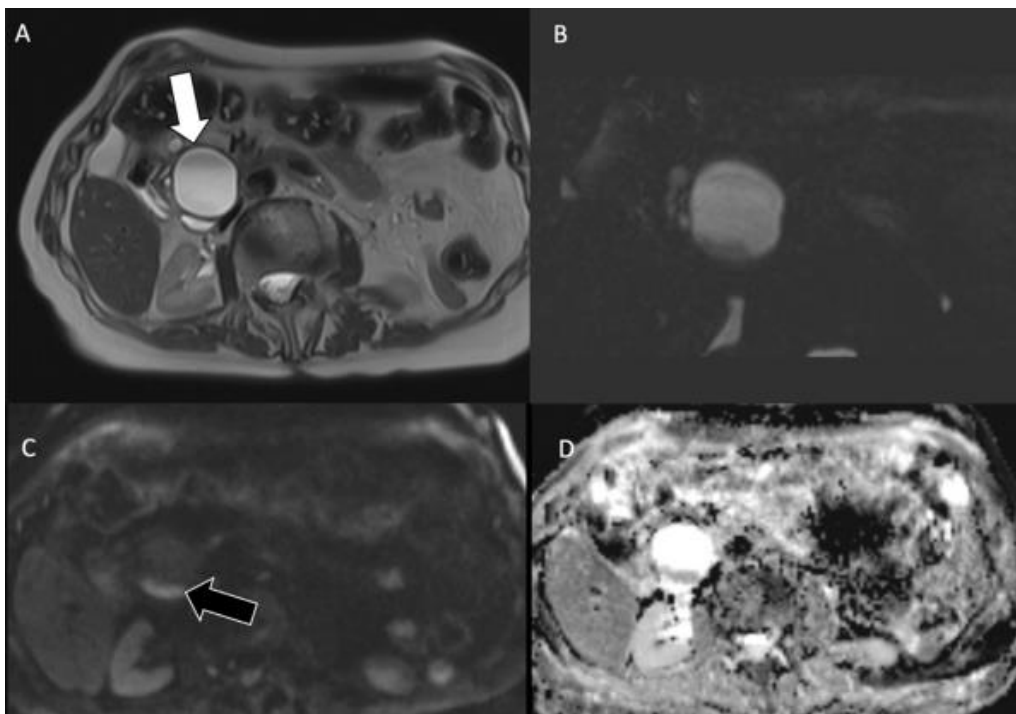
Diagnóstico de IPMN em paciente do sexo feminino, 86 anos. A) T2w, plano axial, B) CPRM, plano coronal c)DWI alto valor de b, plano axial D)mapa ADC, plano axial. (27)
